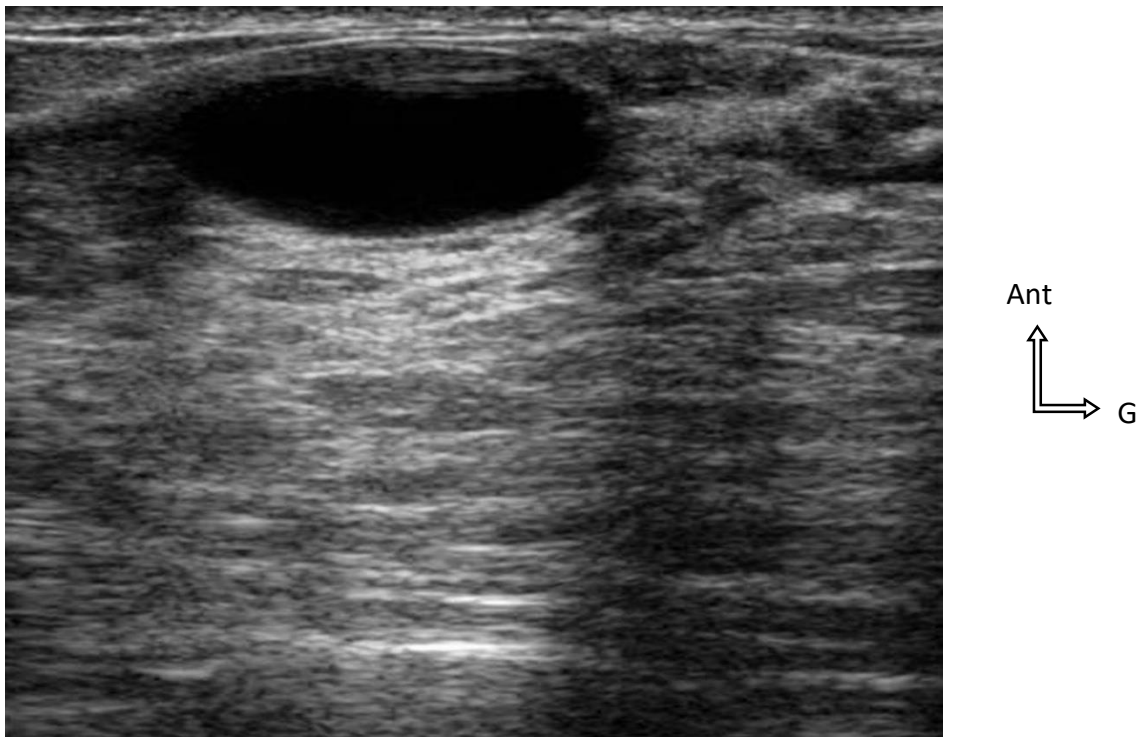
Échographie du sein gauche montrant une formation arrondie à contenu anéchogène et à paroi fine avec renforcement acoustique postérieur évocateur d'un nodule mammaire (kyste) [76]
